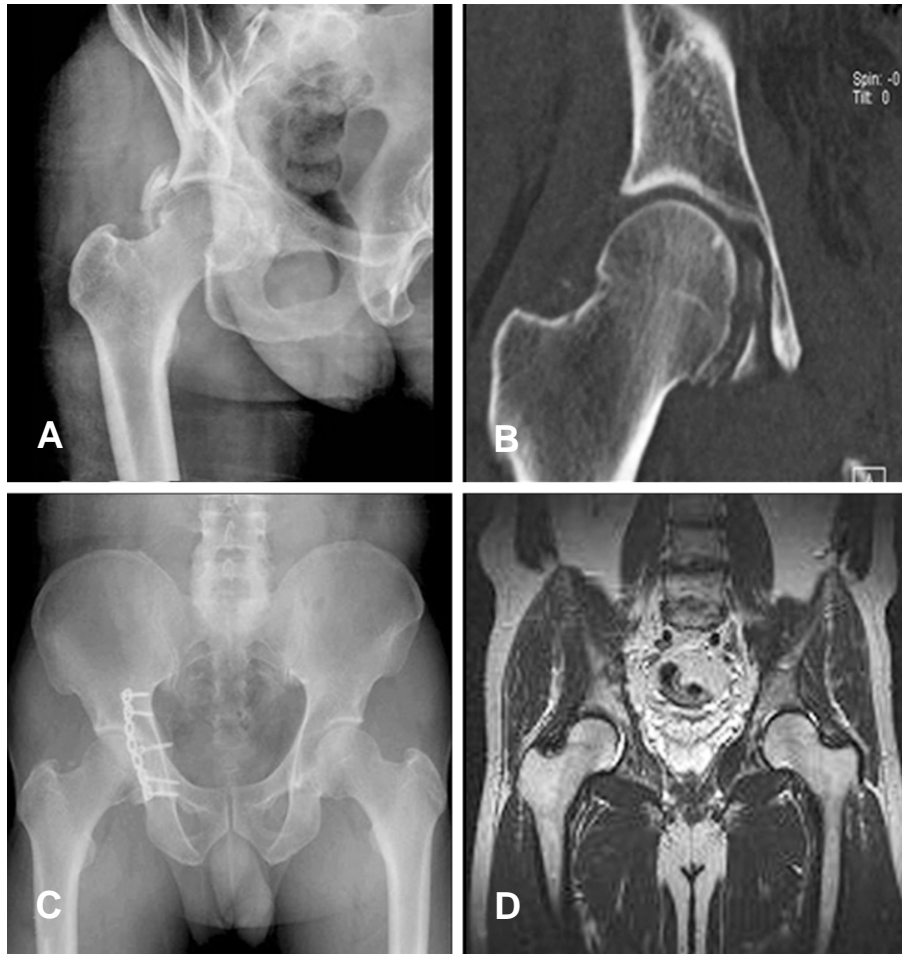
(A , B) A 46-year-old male sustained Pipkin type IV fracture of hip. (C , D) He was treated with open reduction and internal fixation and the radiograph and MRI taken 24 months postoperatively shows complete healing of the fracture.
